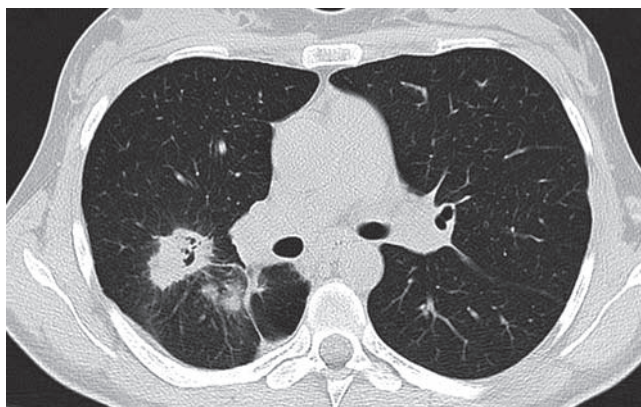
Компьютерная томография органов грудной клетки от 24.07.18. В  $C_2$ – $C_3$  правого легкого визуализируются фокусные инфильтратоподобные образования с лучистыми контурами и множественными спиклами в окружающую легочную ткань размерами 2,3–2,7 см, в  $C_3$  – с множественными мелкими очагами деструкции. Слева в  $C_{10}$  – подобное образование размером  $\leq 2,7$  см, распространенное к диафрагме. В окружающей легочной ткани и отдаленно очагов отсева не выявлено
